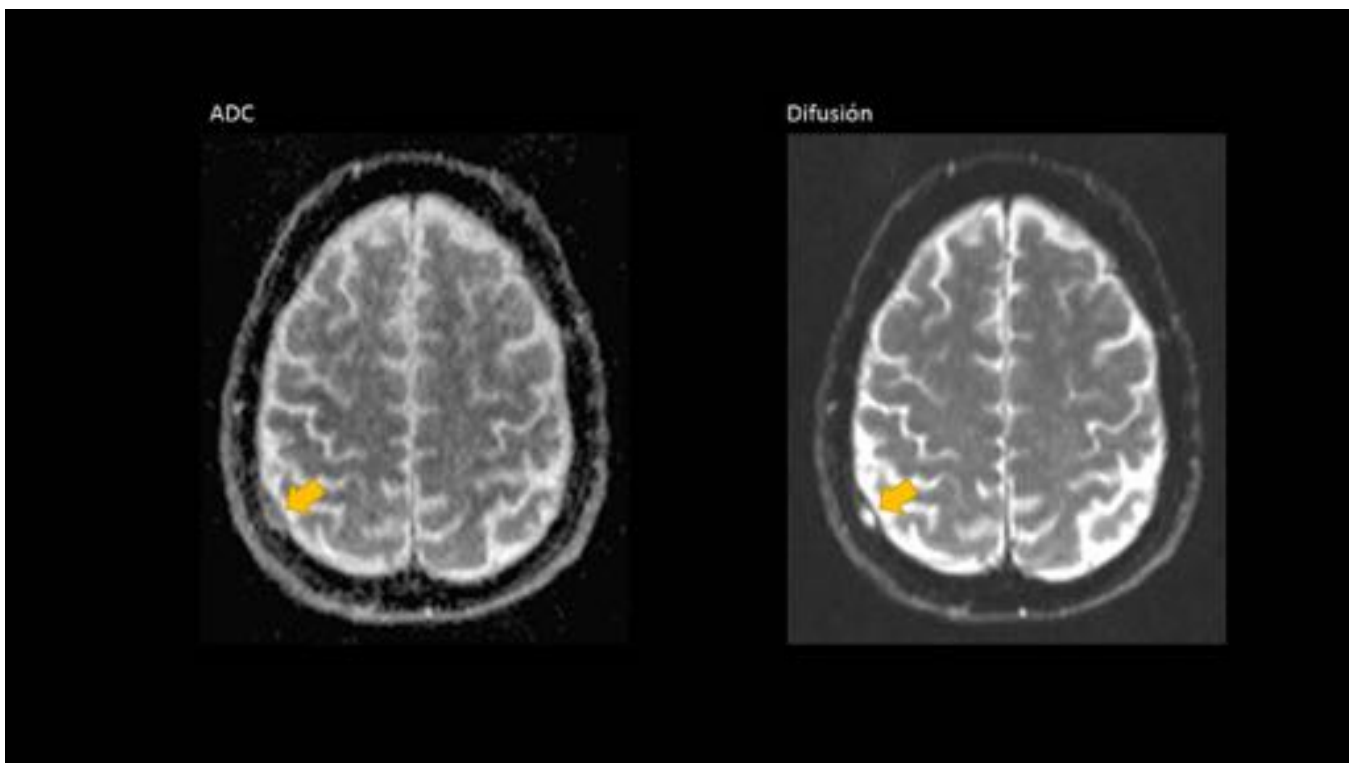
Meningioma intradiploico con extensión dural. RM del paciente de la figura 7. Lesión ósea
